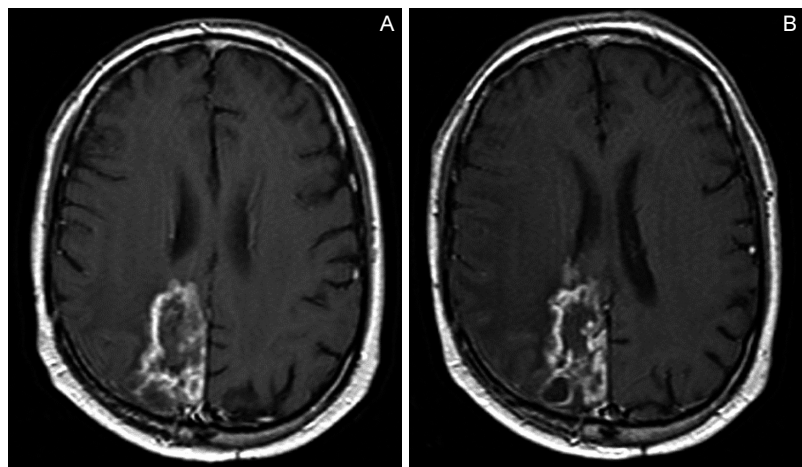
Stabilizzazione di malattia con temozolomide e fotemustina. Il confronto delle sezioni assiali delle RM encefalo con gadolinio basale (A) e a 9 mesi dall'inizio del trattamento (B) mostra una sostanziale stabilità di malattia.
